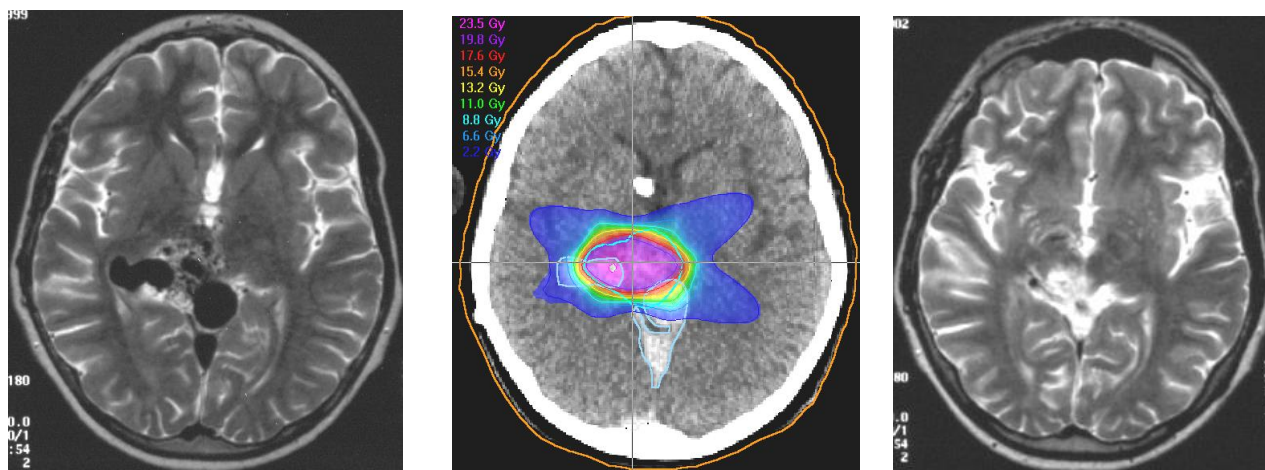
Пример, характеризующий эффективность проводимой радиохирургии: план облучения АВМ у 13-ти летнего мальчика (в центре), а также магнито-резонансная томография до облучения (слева) и через 40 месяца после (справа) - наблюдается полная облитерация патологических сосудов
